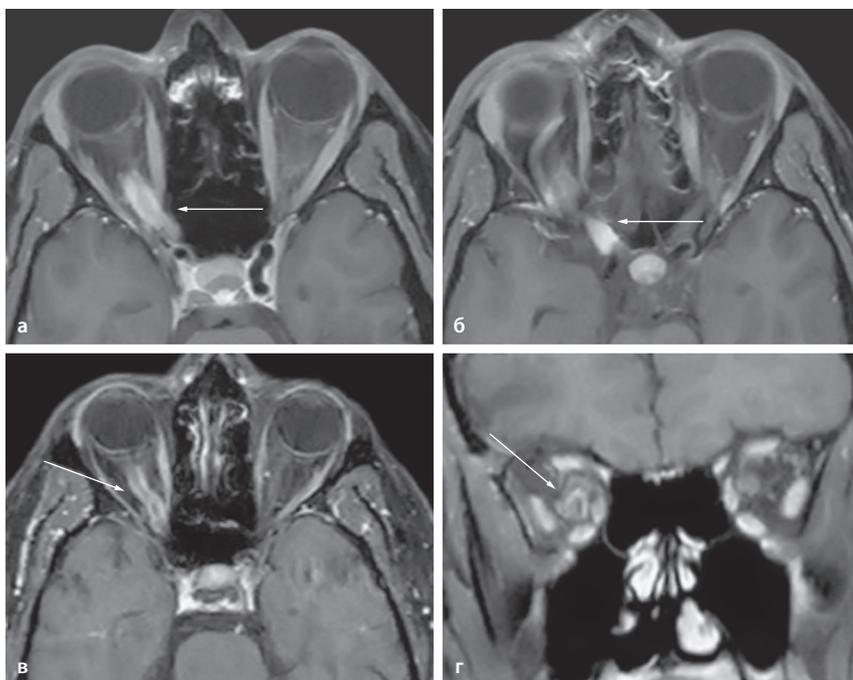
МРТ: поражение зрительного нерва при оптическом неврите.
